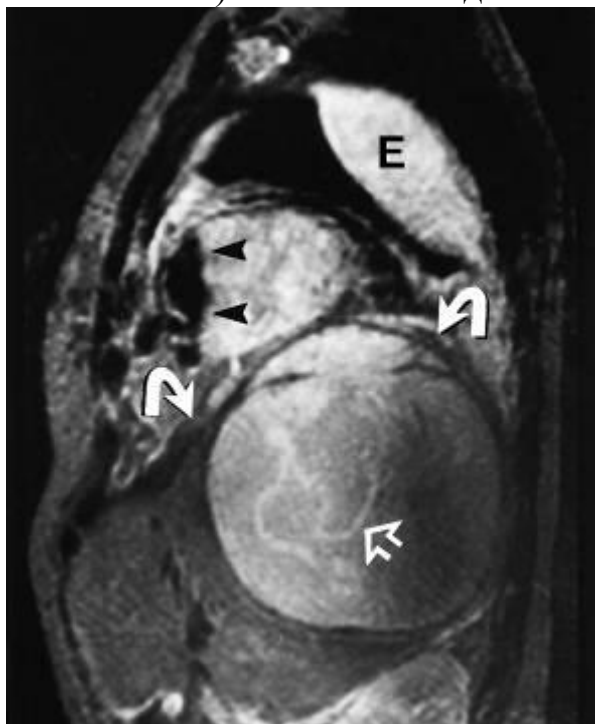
Э, МРТ – T2 ВИ – гипоинтенсивный сигнал от хитиновой оболочки, перегородчатых структур, «гидатидного песка», двухслойность капсулы
